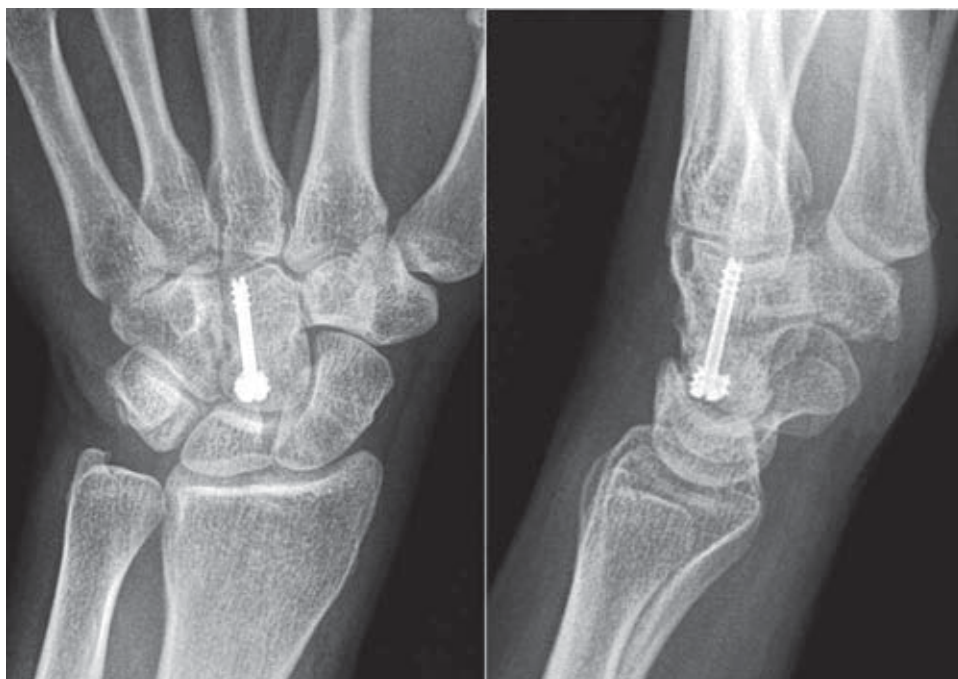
Radiografía AP y lateral a los 24 meses de seguimiento que muestra la consolidación de la fractura.
